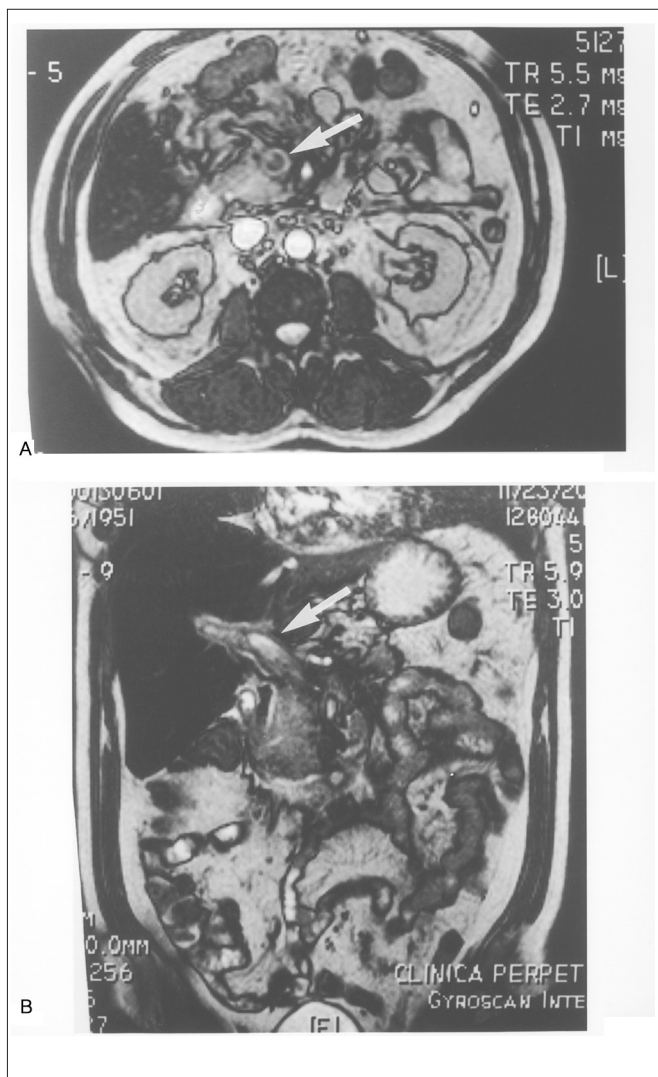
A: RMN abdominal, la flecha señala la vena mesentérica superior trombosada. B: RMN abdominal mostrando la vena porta con trombo e interior (flecha).
